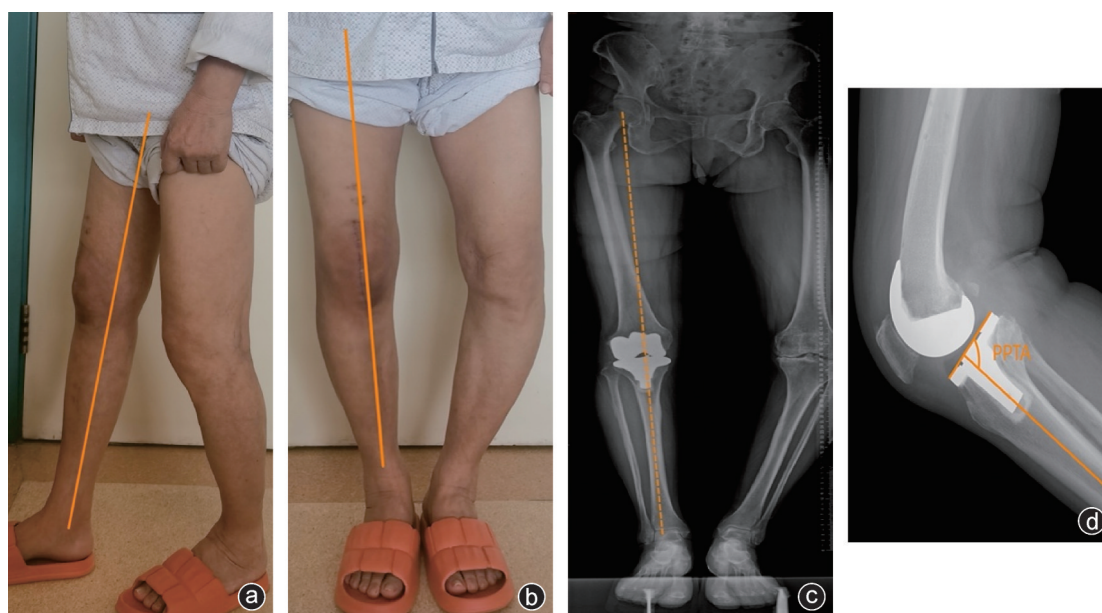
术后外观(a,b)以及复查X线片(c,d)均示假体位置和力线良好
